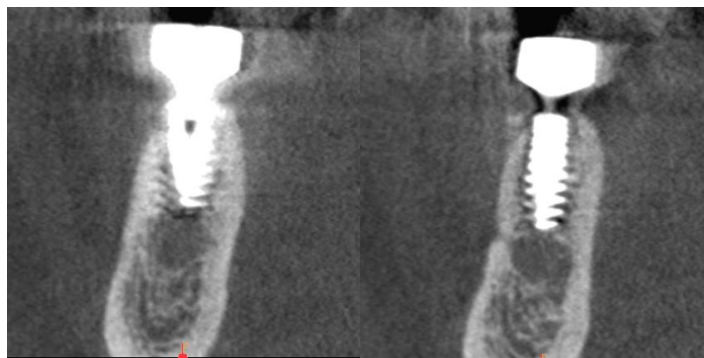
Images CBCT vestibulo-linguales d'un implant (site 35) en contact avec la BA (Cas clinique, Service Odontologie, CHRU Lille)
